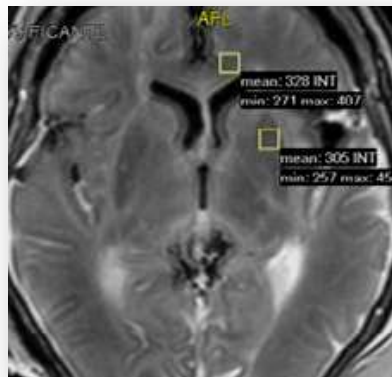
Colocação das ROI na imagem em T2w FLAIR dos cérebros *post mortem* e fixados. (Fonte: Autor)
